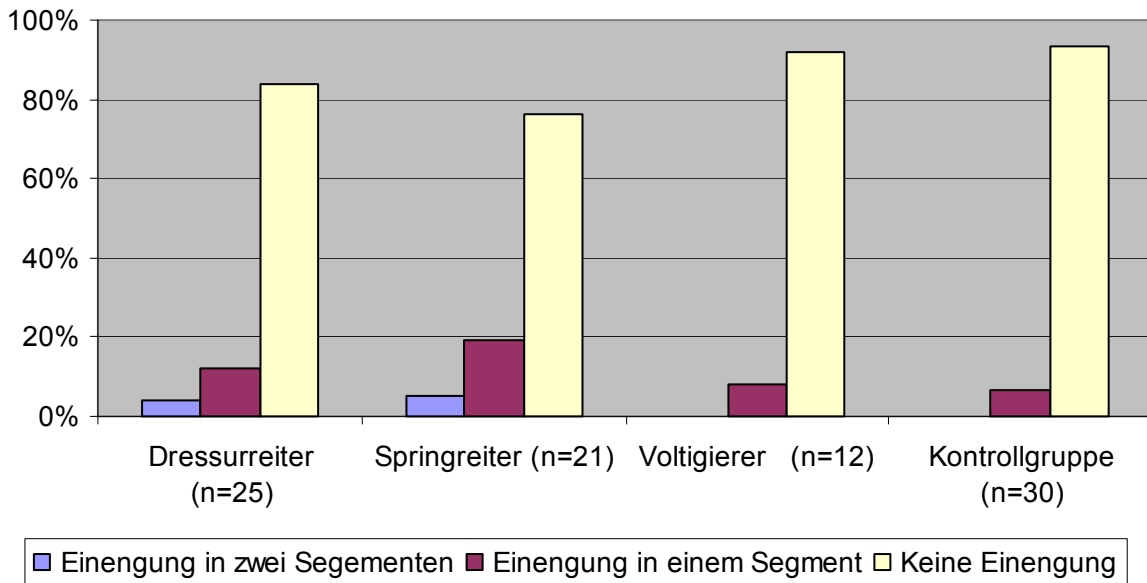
Einengung der Neuroforamina aller MRT-Probanden (n=88)
